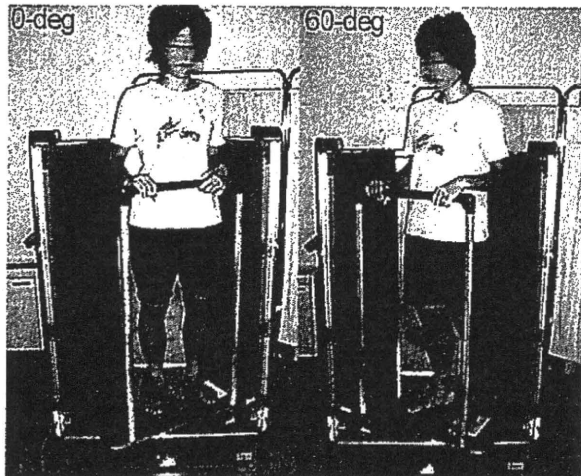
Rotation table for biplanar radiography.
